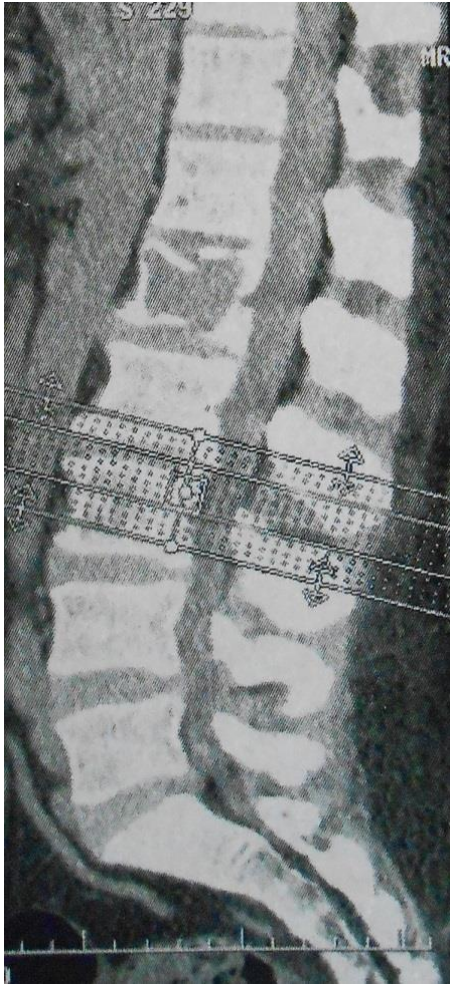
Reconstruction sagittale tomodensitométrique (TDM) du rachis lombaire montrant une fracture pathologique du corps vertébral de L1
